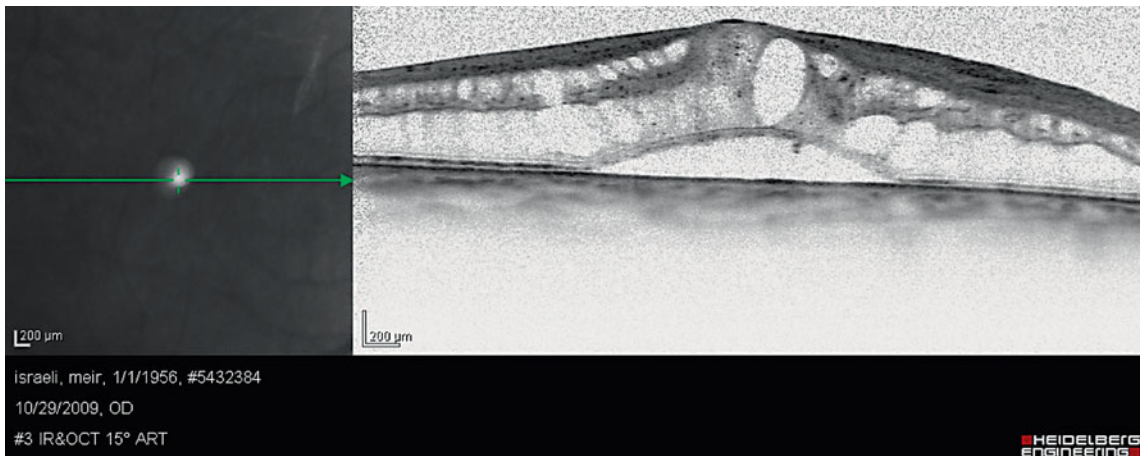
Tomographie en cohérence optique (OCT). Œdème maculaire cystoïde.
